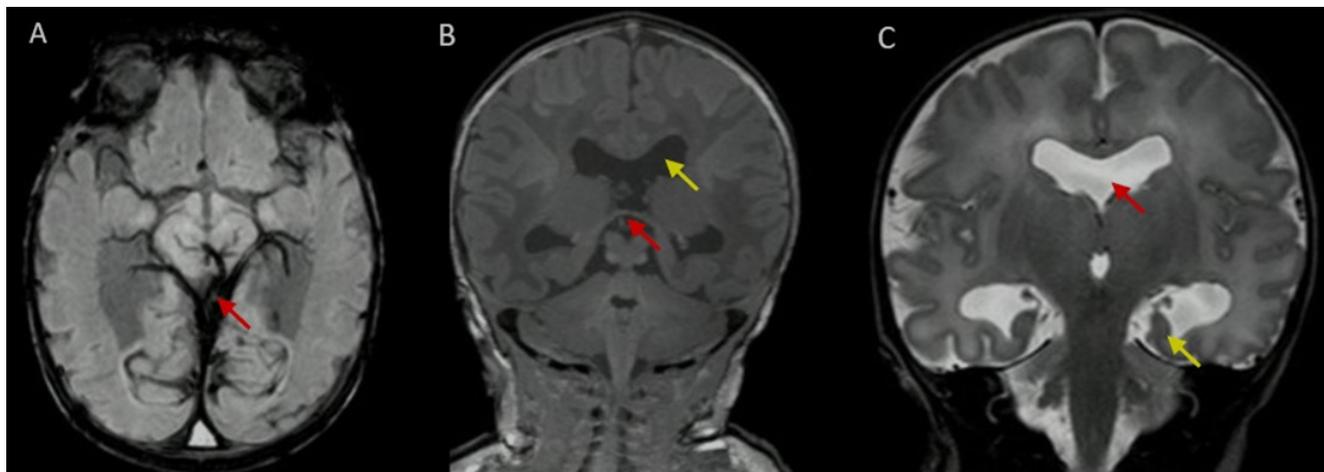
Resonancia magnética de cerebro.
